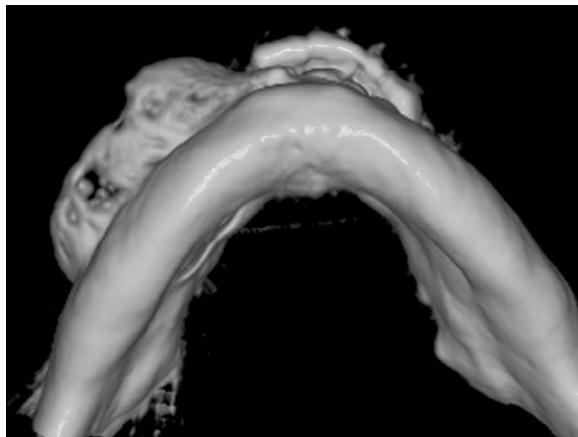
TAC 3 D: lesão osteolítica na região sínfisiária com aparente septação, apresenta um conglomerado de estruturas calcificadas semelhantes a dentículos. Ramo horizontal direito com aparente perfuração da tábuia interna da mandíbula. Rebordo basilar aparentemente não acometido pela lesão.
